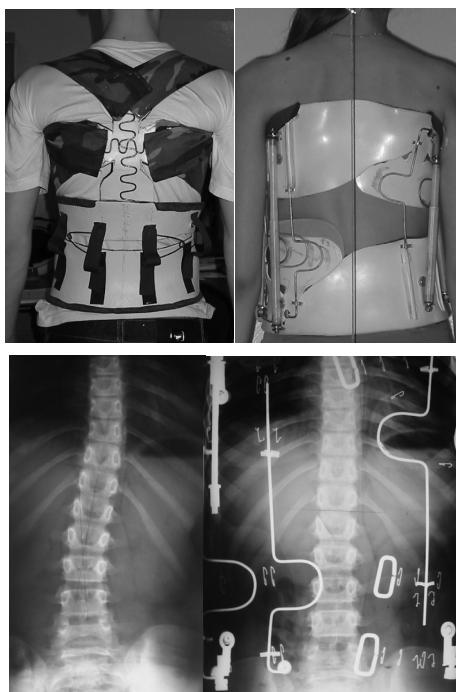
Корректоры для лечения искривлений позвоночника и рентгенограммы
